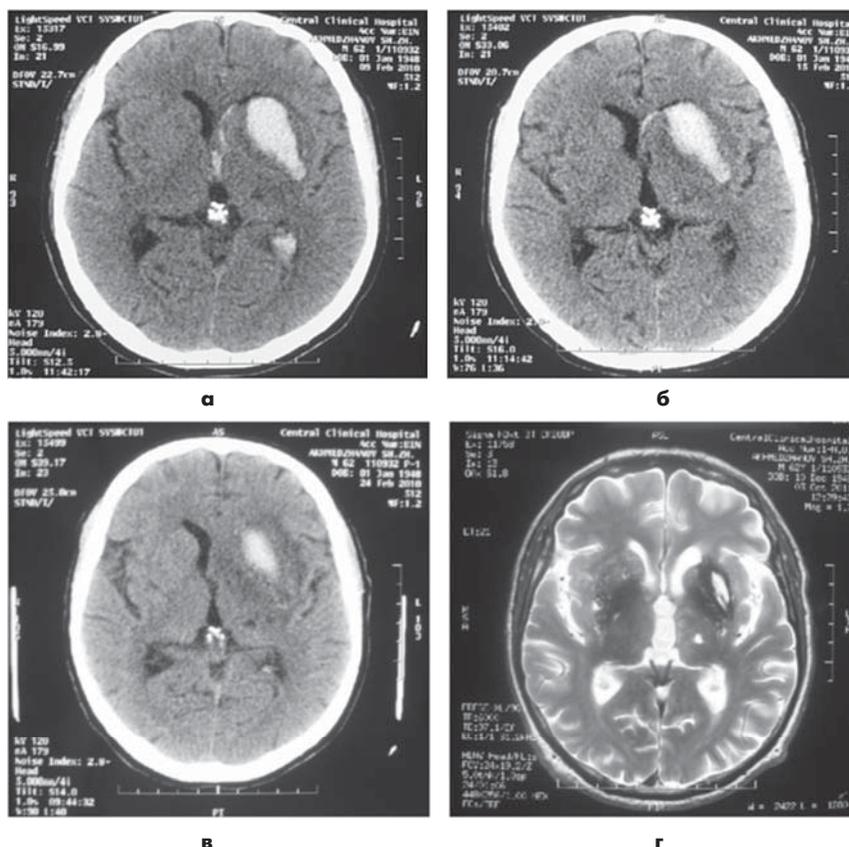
Динамика изменений при ВМК. а – КТ в 1-е сутки кровоизлияния; б – КТ на 7-е сутки; в – КТ на 14-е сутки; г – МРТ T2-ВИ через 6 мес.
